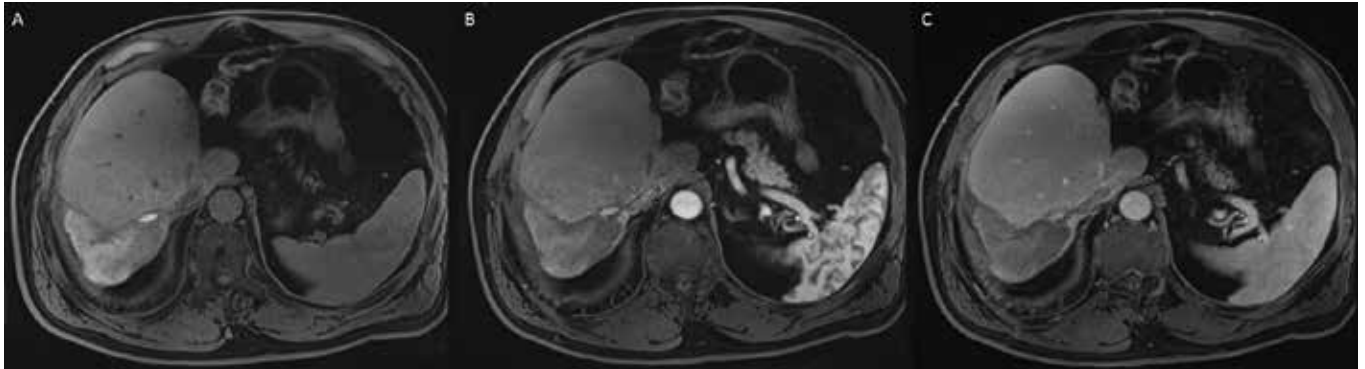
Transversal slice of MRI 6 months post-SIRT. Pre-contrast image (A) showing hyper-intense signal at the treatment site, and no new lesion on post-contrast series (B arterial phase, C portal-venous phase).
